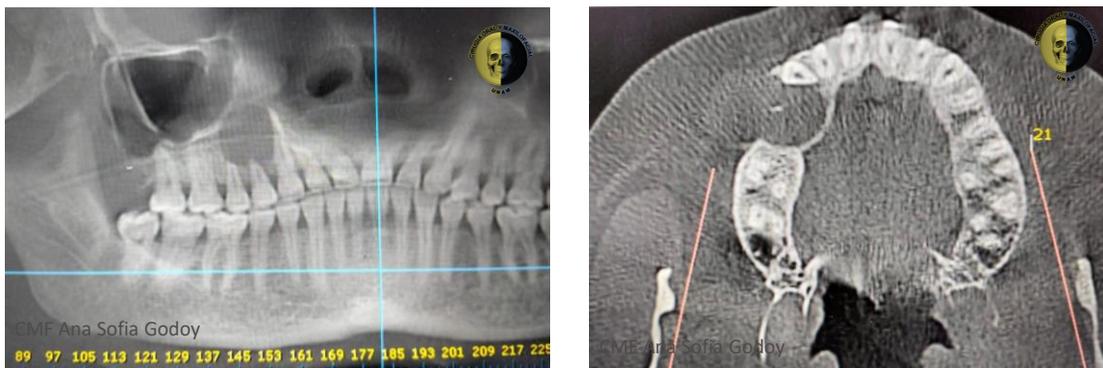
Tomografía computarizada con ventana para hueso corte frontal (A) y corte transversal (B). Se identifica lesión hipodensa a hueso bien circunscrita en el maxilar de lado derecho que compromete corticales óseas.
